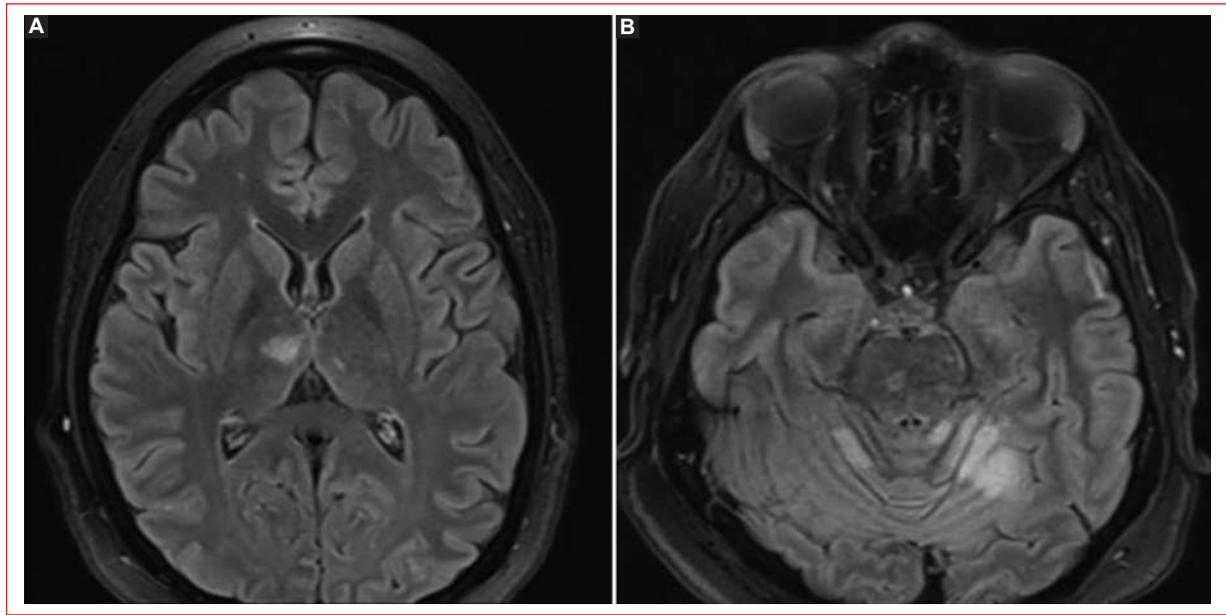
Resonancia magnética cerebral sin contraste que muestra múltiples infartos en estadio subagudo a nivel supra- e infratentorial. A: imagen hiperintensa tensa en el tálamo derecho y el mesencéfalo. B: imagen hiperintensa en el hemisferio del cerebelo izquierdo.
